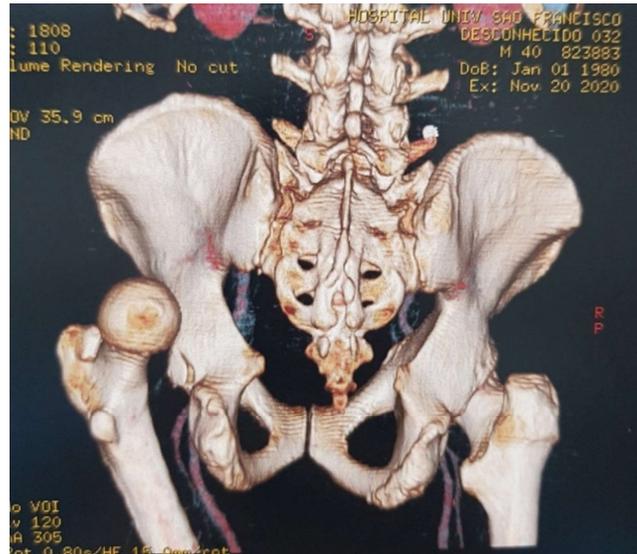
Imagem de vista posterior da pelve em reconstrução 3D de Tomografia Computadorizada (TC) apresentando luxação posterior do quadril esquerdo associada à fratura do rebordo posterior do acetábulo.
